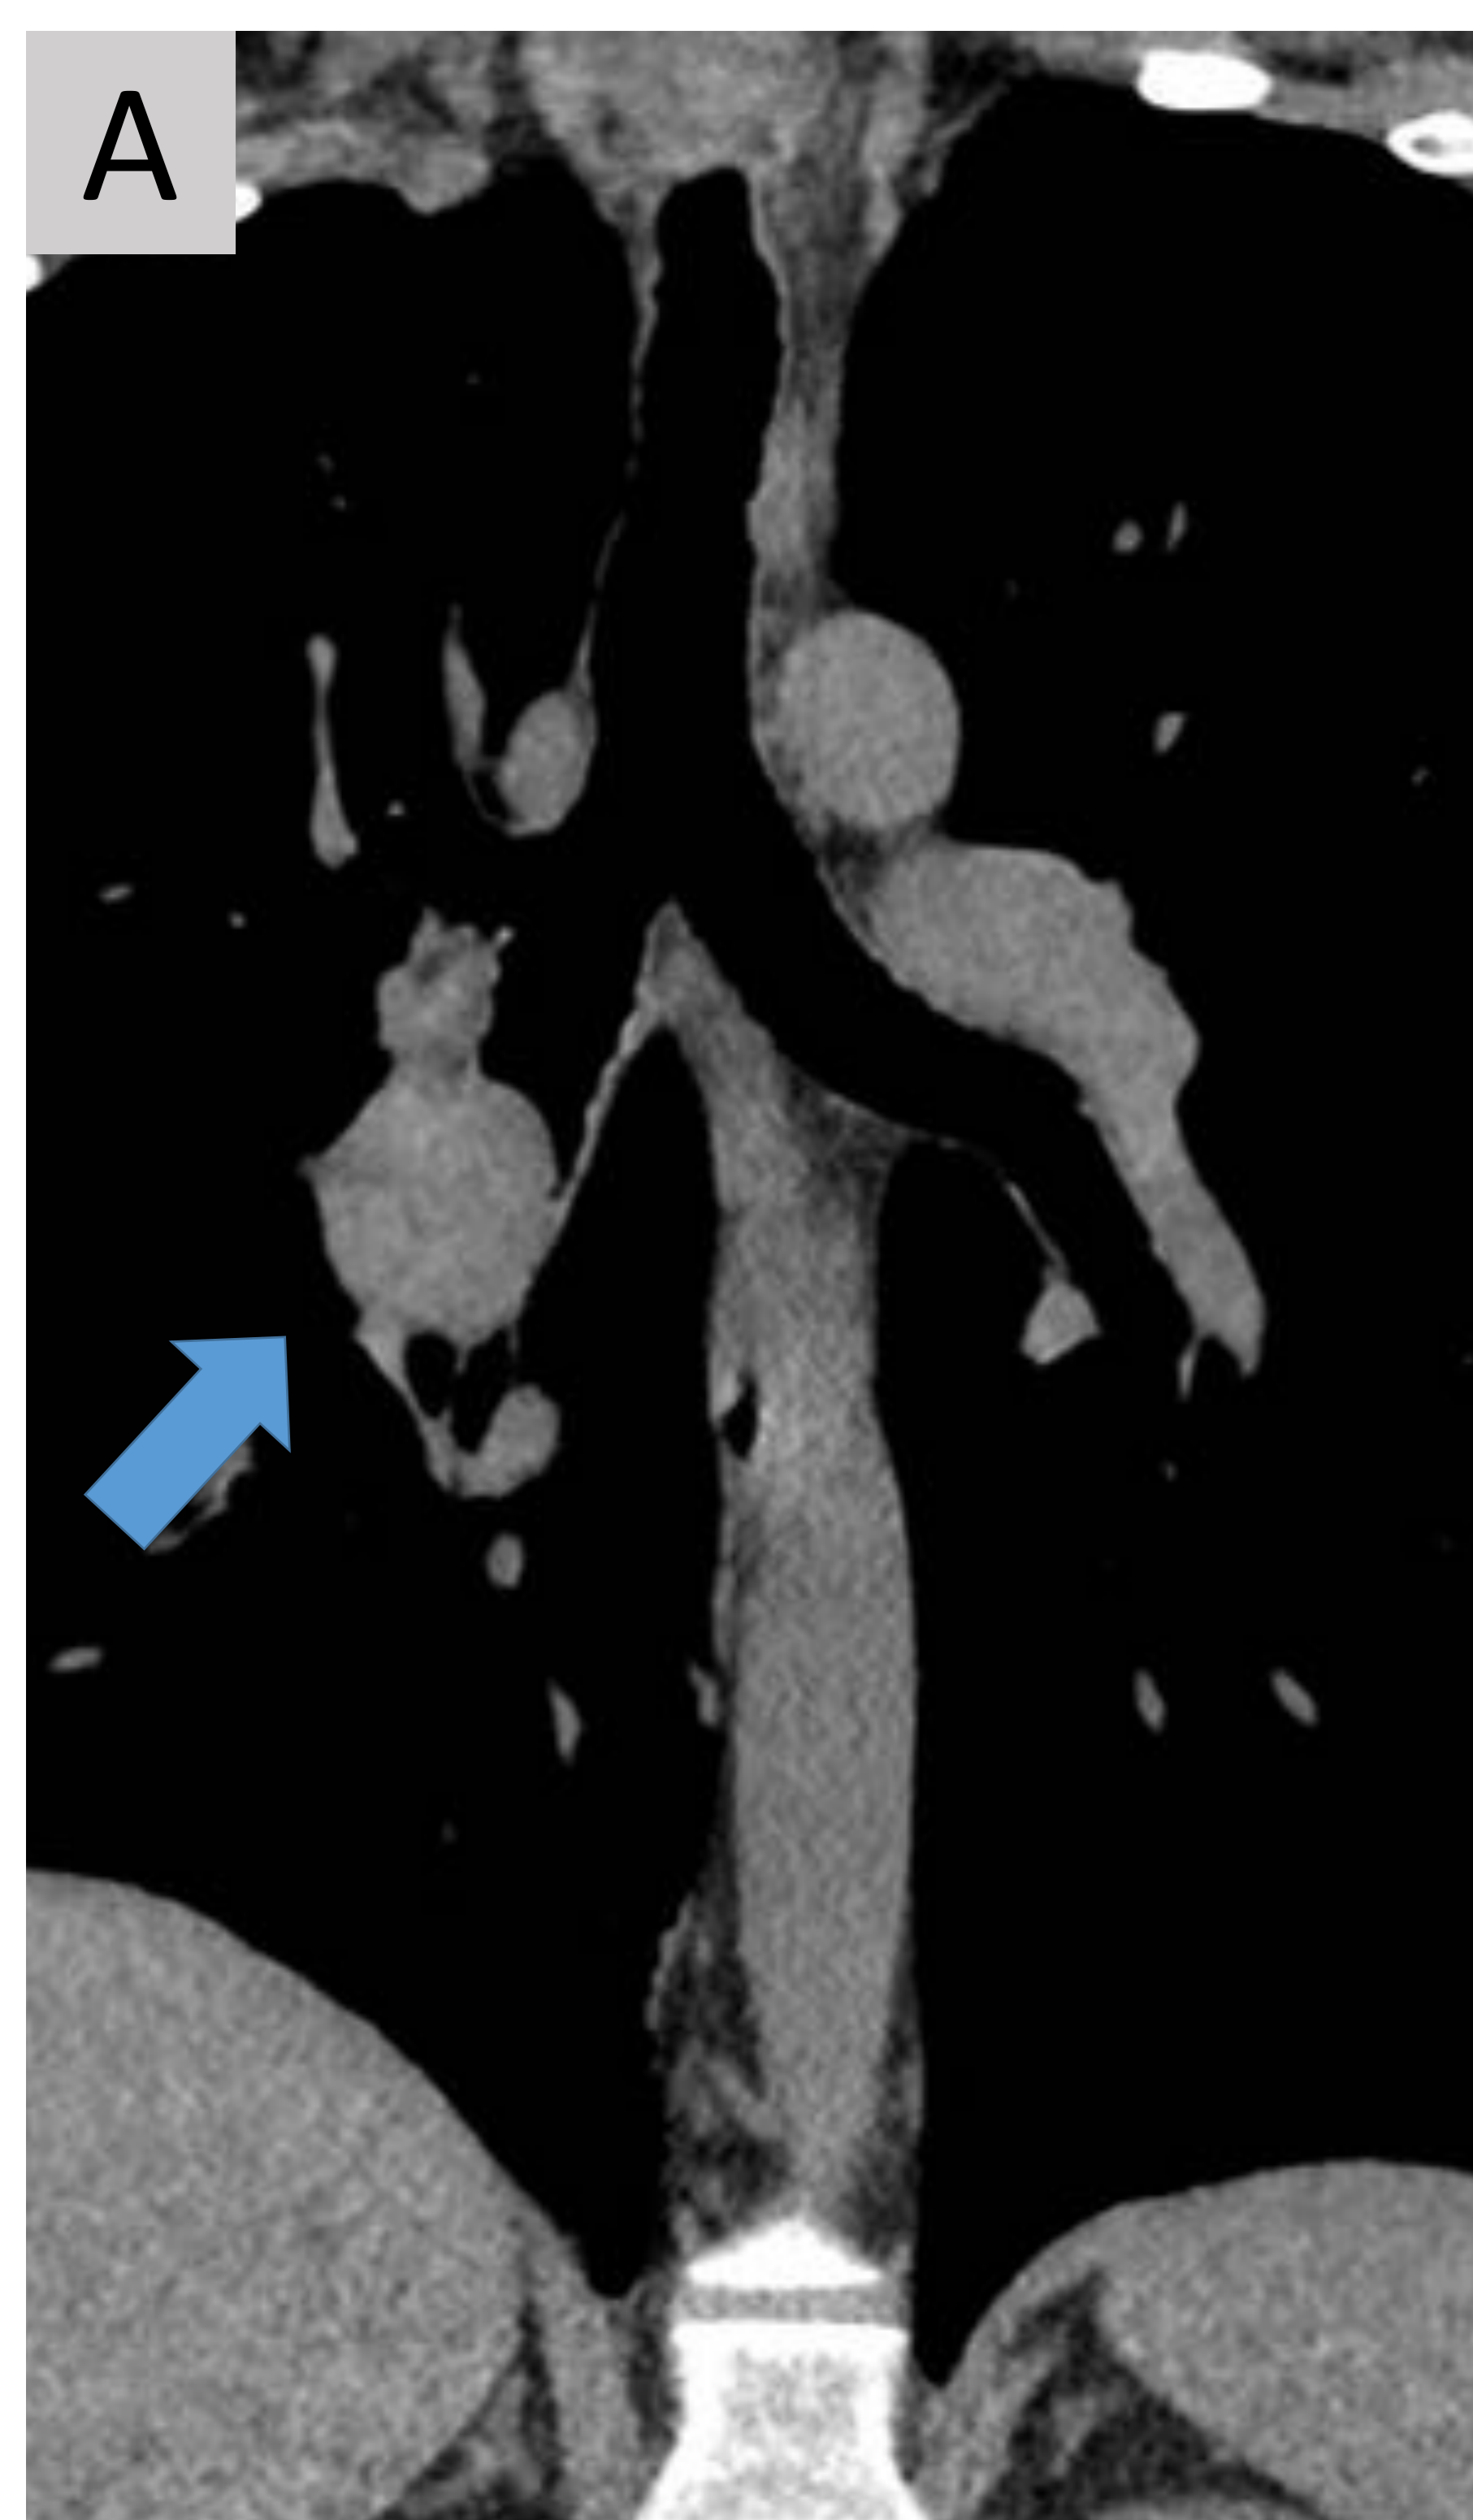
A y B. TC sin y con contraste de tumor carcinoide típico: lesión endobronquial en bronquio intermediario derecho (flechas) que presenta intensa captación de contraste.
